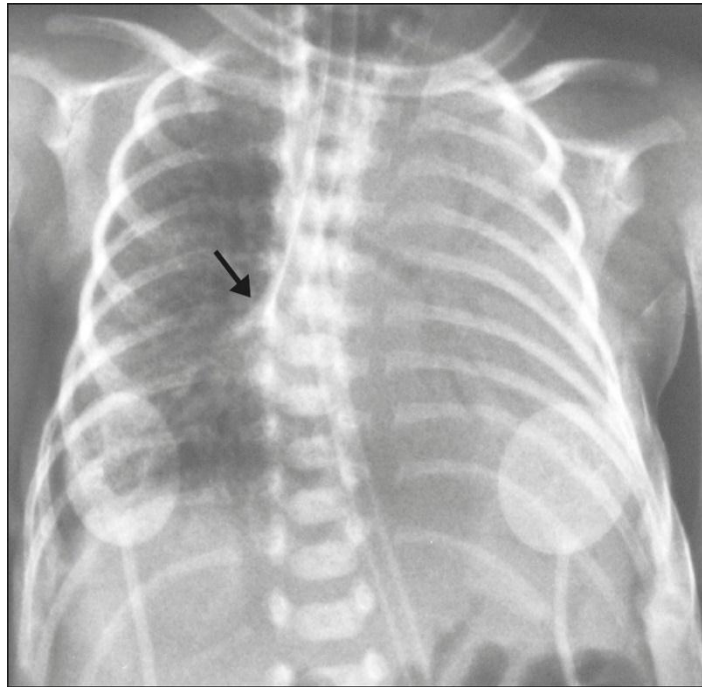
Radiographie thoracique d'un nouveau-né de 29 SA montrant une atélectasie complète du poumon gauche (sonde d'intubation sélective)
